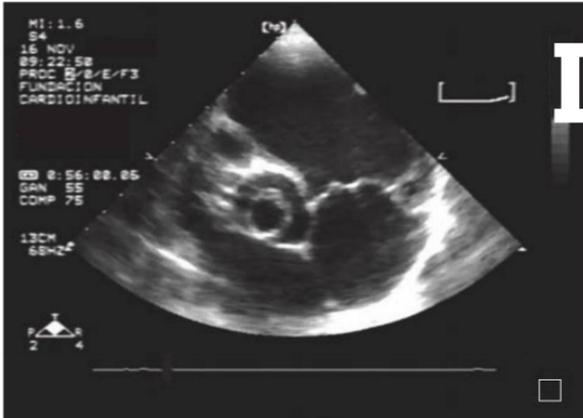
Ecocardiograma que muestra la válvula aórtica en eje corto, donde se pueden ver las tres valvas de la aorta, durante la diástole encontrándose ellas cerradas, efectuando un cierre hermético impidiendo la regurgitación de sangre.
